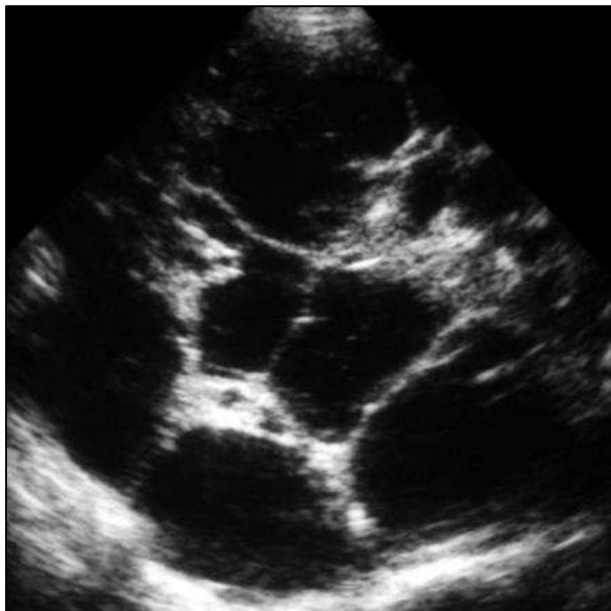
Compromiso hepático de enfermedad poliquística en ecografía (Adaptado de Federle MP, et al).
